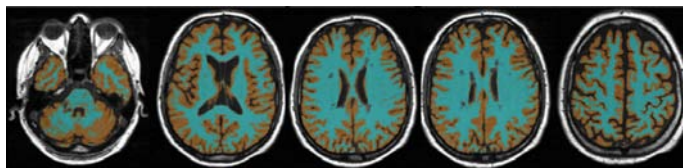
White and gray matter segmentations outputs. White (blue) and gray (orange) matter segmentations, overlaid onto the original MRI, obtained using the Statistical Parametric Mapping 8 software.
